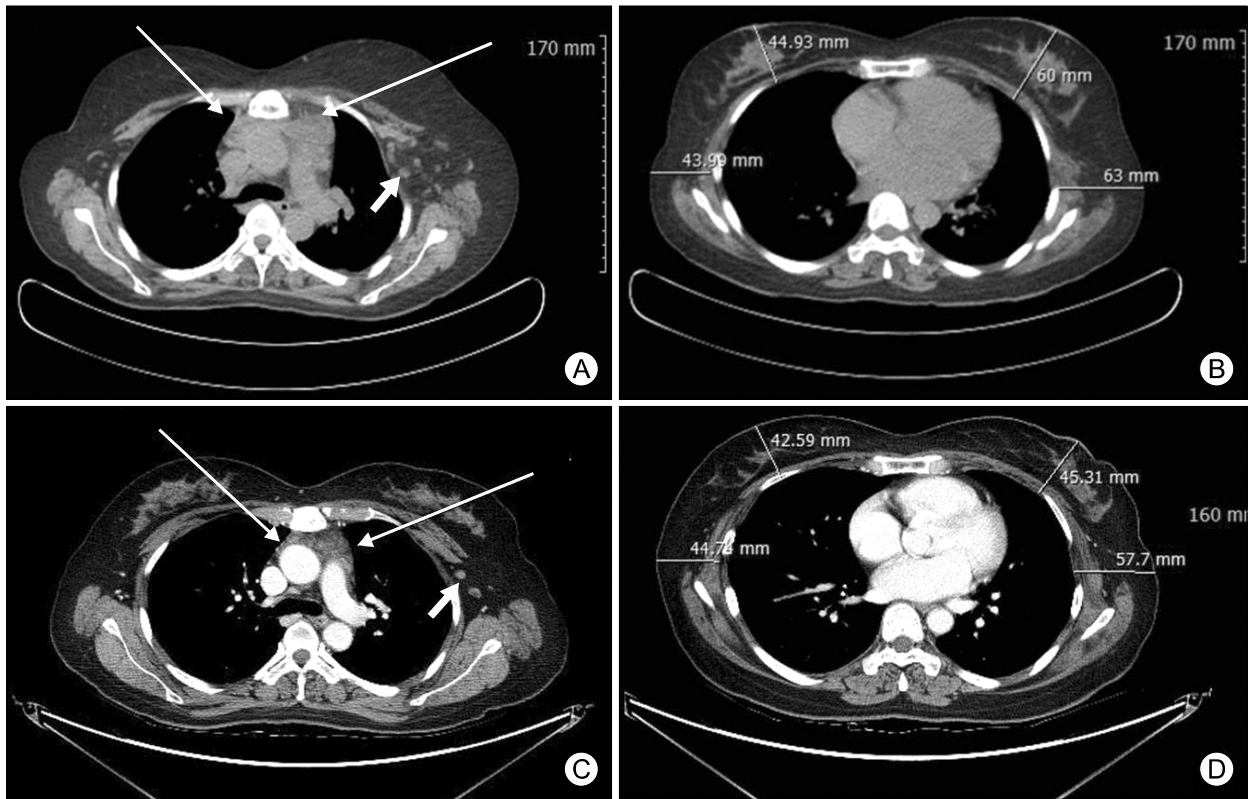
Computed tomography of the case 1. Initial CT scans (A) showed diffuse increased soft tissue density in anterior mediastinum (A, long arrows), multiple lymph node enlargement in left axillary (A, short arrow) and ipsilateral edema in upper trunk (B). Follow-up CT scans after 6 months antithyroid drug treatment showed significantly decreased extent of soft tissue density in anterior mediastinum (C, long arrows), lymph node enlargement in left axillary (C, short arrow) and improved edema in upper trunk (D).
